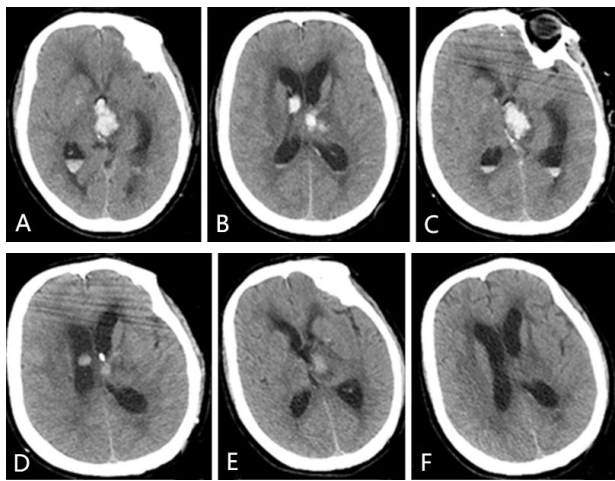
左侧丘脑出血破入脑室伴脑积水行长程长时间持续脑室外引流术治疗前后头部 CT 影像
